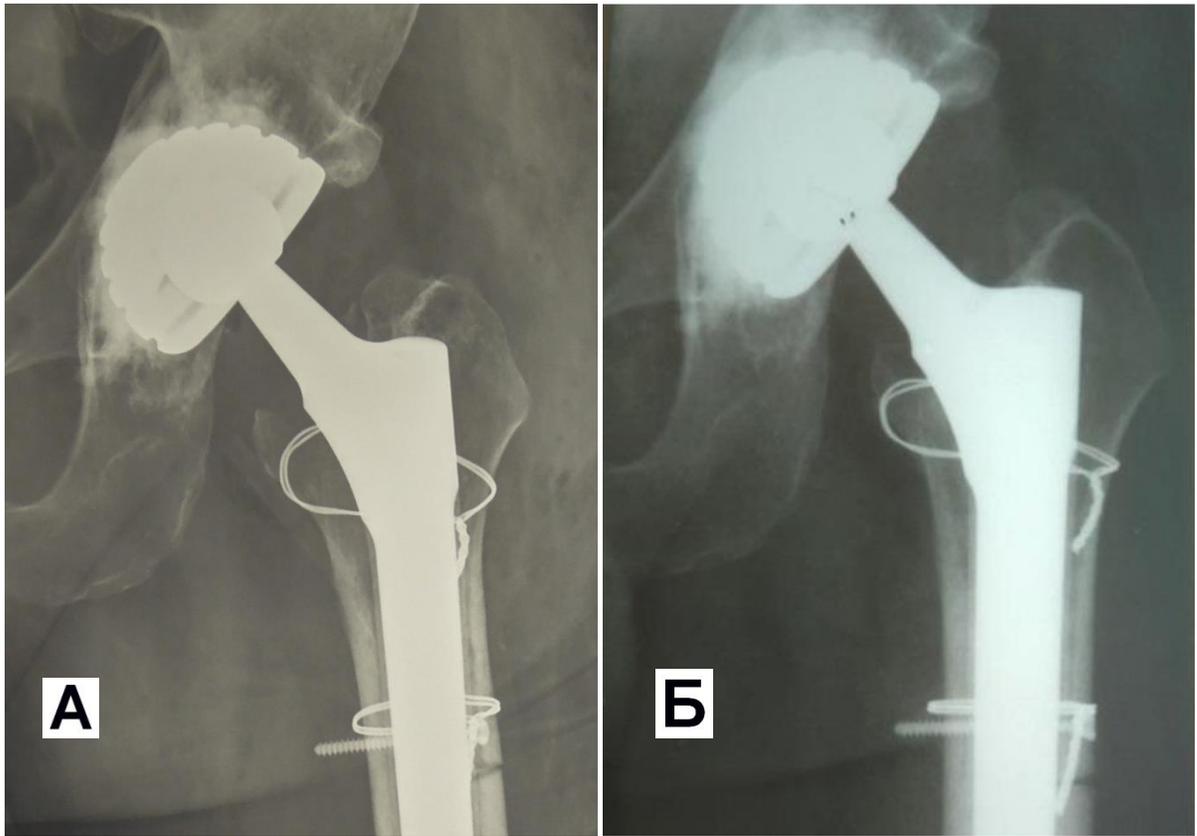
Рентгенограмма правого тазобедренного сустава пациента С. в прямой проекции: а – в первые сутки после операции; б – через год после операции
